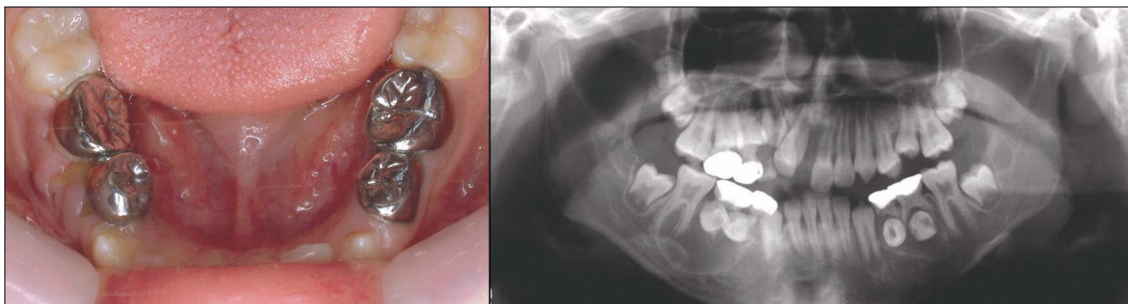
Clinical view and periapical view after the marsupialization.
